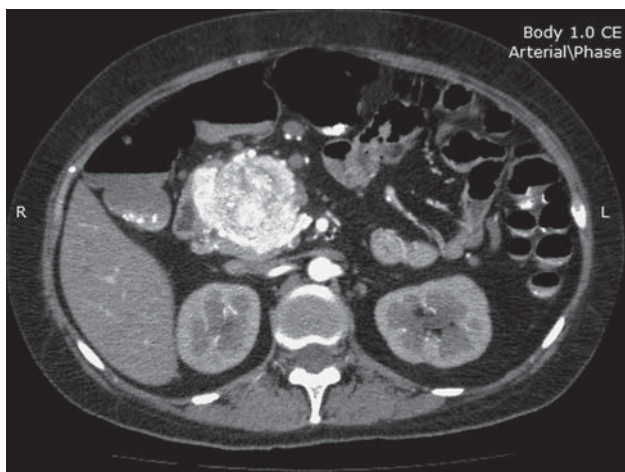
Компьютерная томограмма. ВИПома головки поджелудочной железы.
